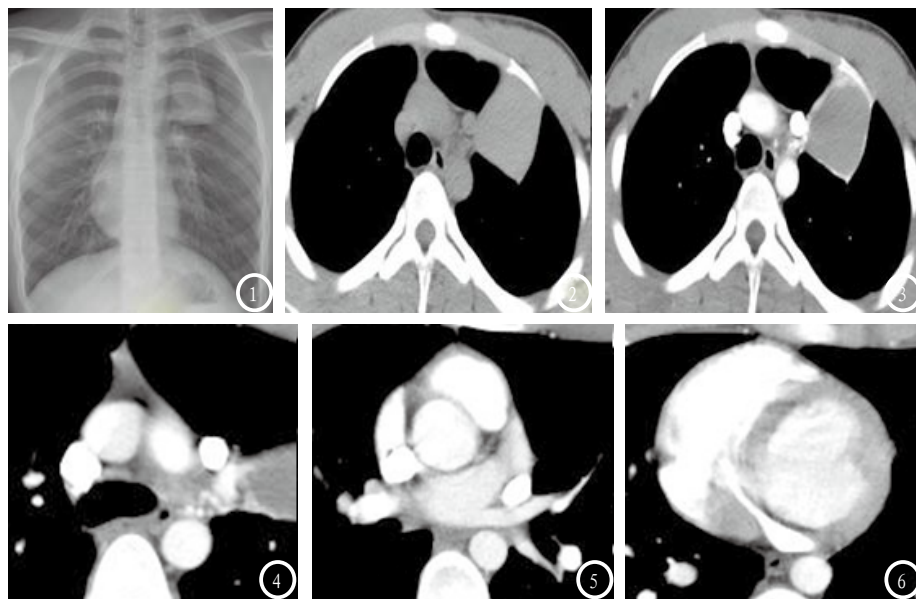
左肺上叶可见一类圆形团块影。图2-4 左肺上叶实性肿块，横截面径约4.8×5.5cm，边界清晰，密度均匀，平扫CT值约63Hu，增强扫描病灶大部分未见强化，边缘可见明显环形强化。图5-6 纵膈主动脉弓旁见一较粗大血管影，自纵膈主动脉弓左侧、左上肺静脉左后方下行汇入右房室交界区。
